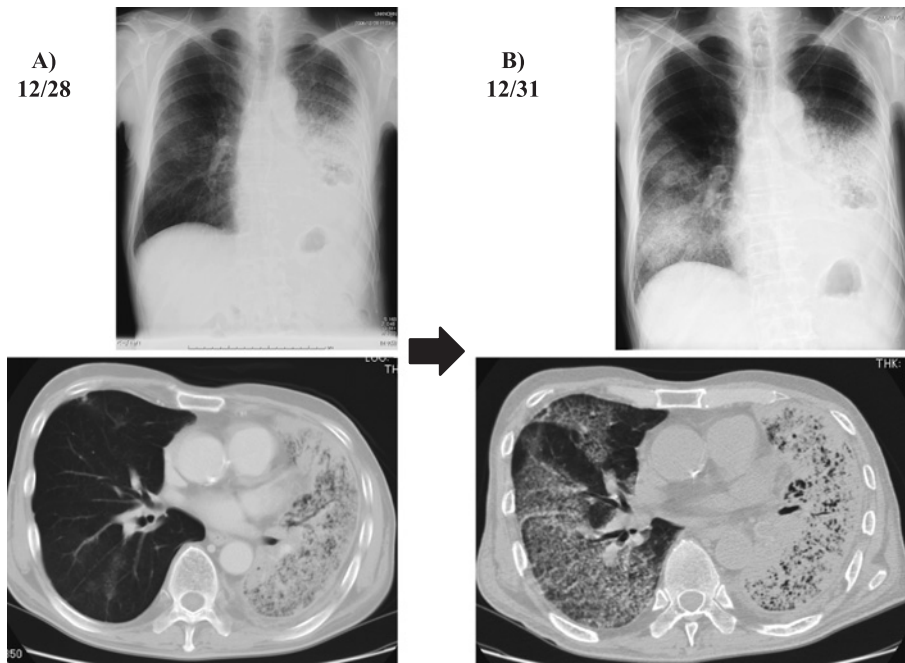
Chest radiograph and CT scan on December 28 showing infiltrative shadows in the left lung (A), and ones showing new ground-glass appearance and interlobular septal thickening in the right middle and lower lung fields on December 31 (B).
